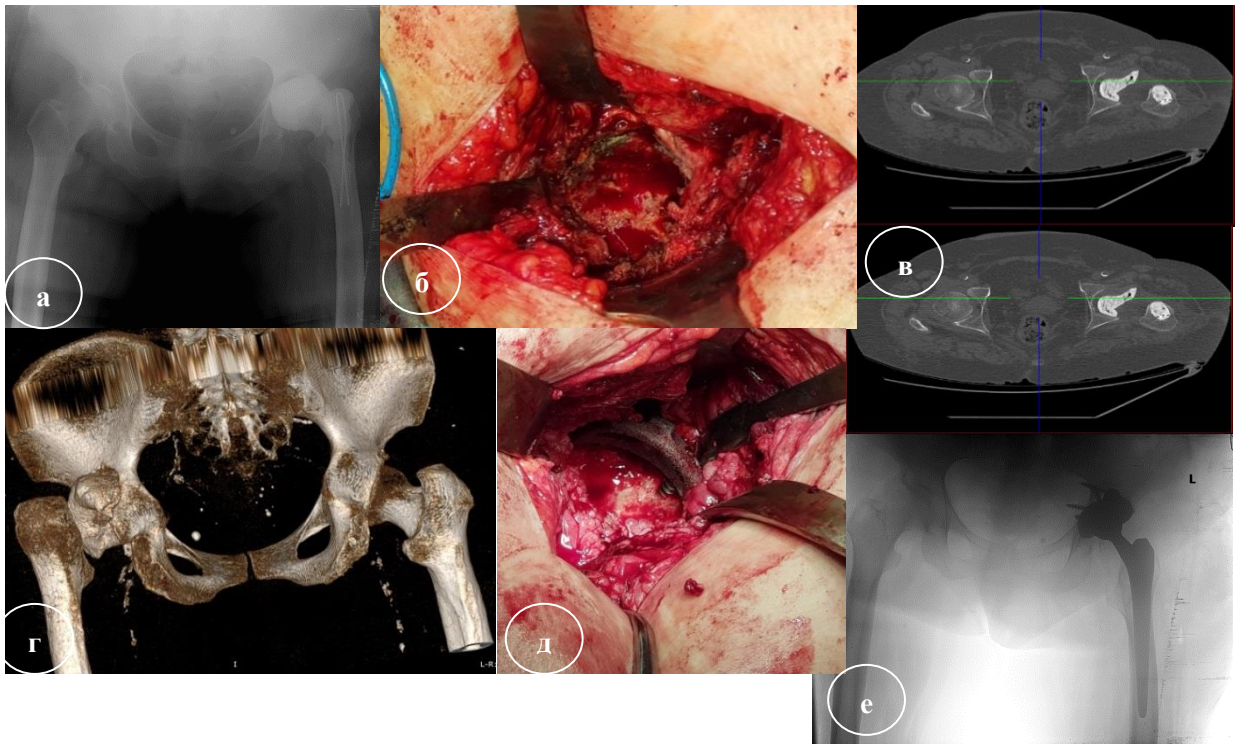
Рентгенограммы и интраоперационные фотографии этапов ревизионного эндопротезирования левого тазобедренного сустава в связи с диагностированной глубокой парапротезной инфекцией (*staphylococcus epidermidis*): а, б – первый этап реэндопротезирования (удаление компонентов эндопротеза, установка блоковидного спейсера; в, г – МСКТ через 3 месяца после первого этапа; д, е – окончательный вид тазобедренного сустава и рентгенограммы после второго этапа реэндопротезирования
